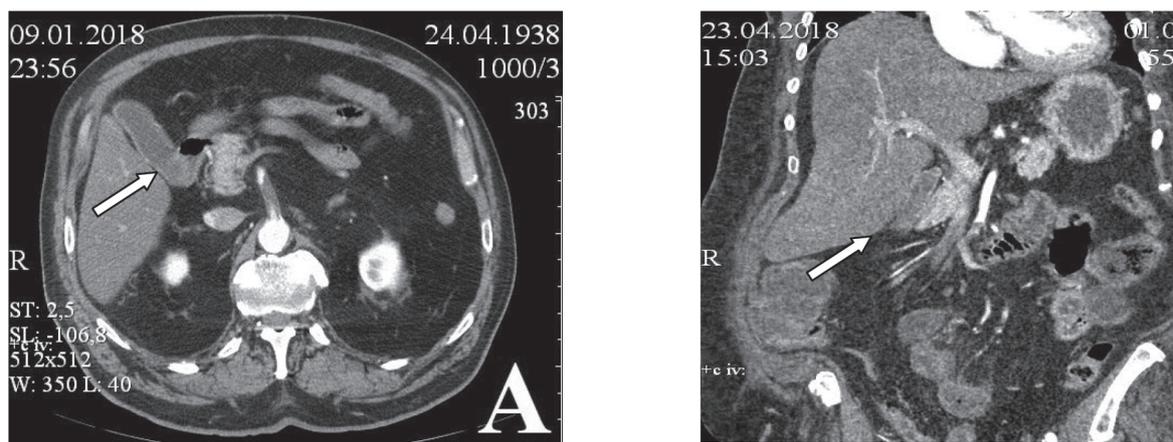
Результаты КТ-ангиографии органов брюшной полости.
